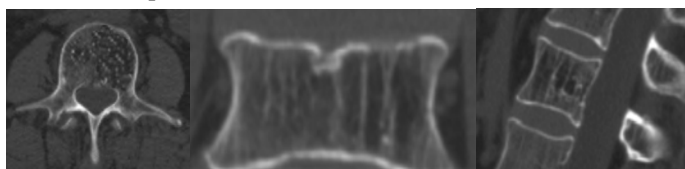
КТ- сканы L2 позвонка больного М. до операции
